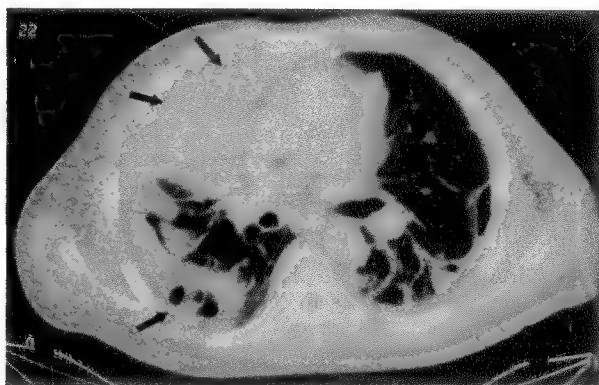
CT toracic. Sindrom Bøerhaave cu prezența pneumo-mediastinului, concomitent cu pătrunderea trasorului radio-opac în mediastin. Importantă colecție hidro-aerică intratoracică.
